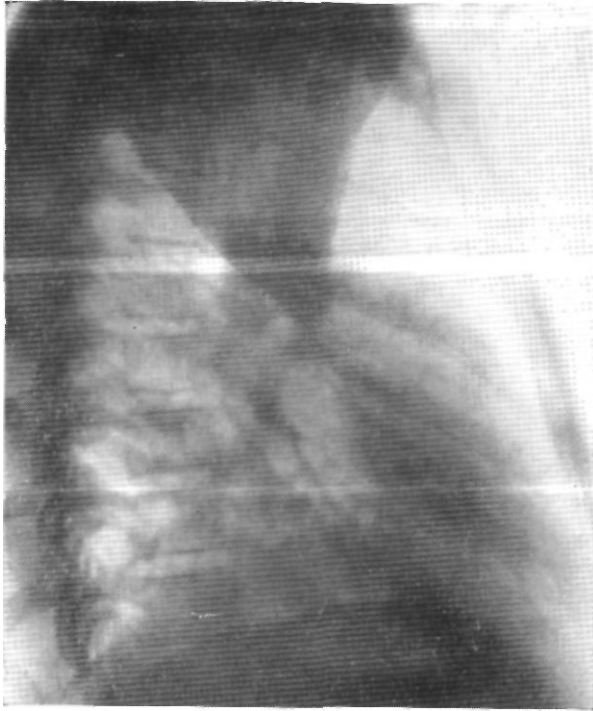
Тот же больной. Боковая рентгенограмма правого легкого. Ателектаз верхней доли.
